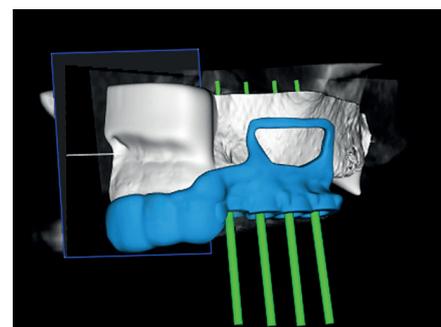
Le scansioni CBCT sono utilizzate per progettare l'inserimento implantare nonché il disegno della finestra d'accesso al seno.
